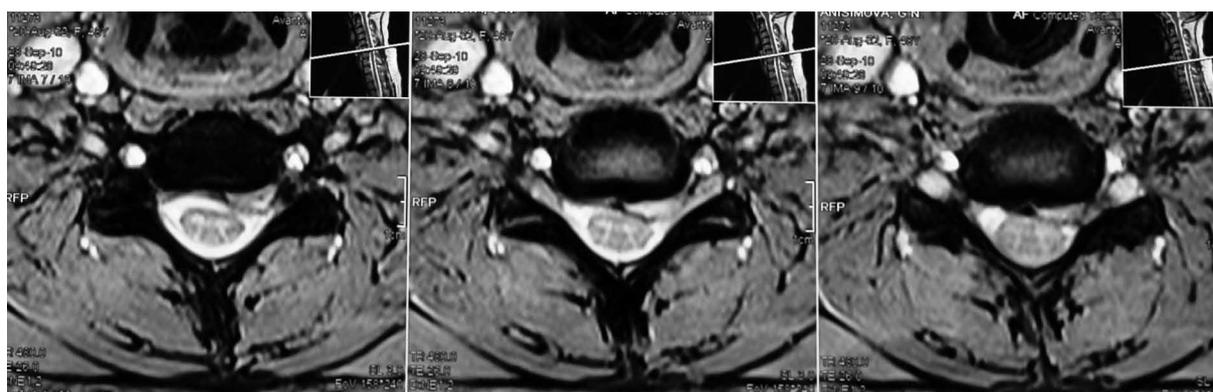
Больная А. МРТ, трансвензальные срезы на уровне диска C_{VI}–C_{VII} до операции.
